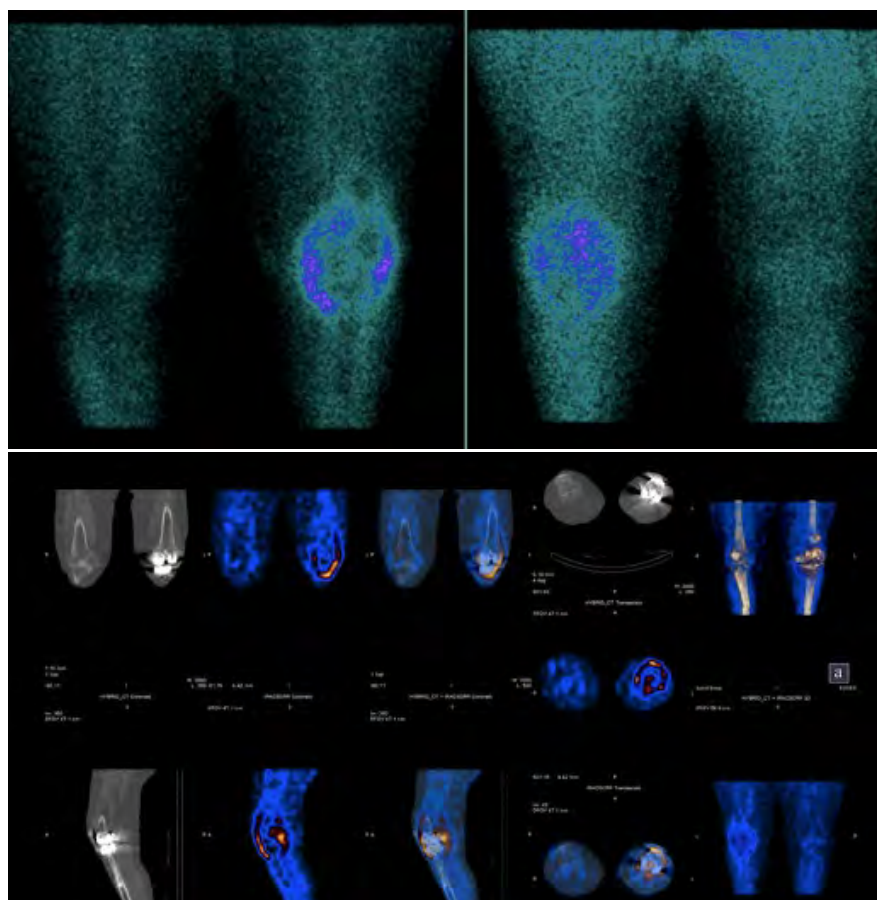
SPECT-CT con Ubiquidina positivo para infección periprotésica de rodilla izquierda.
